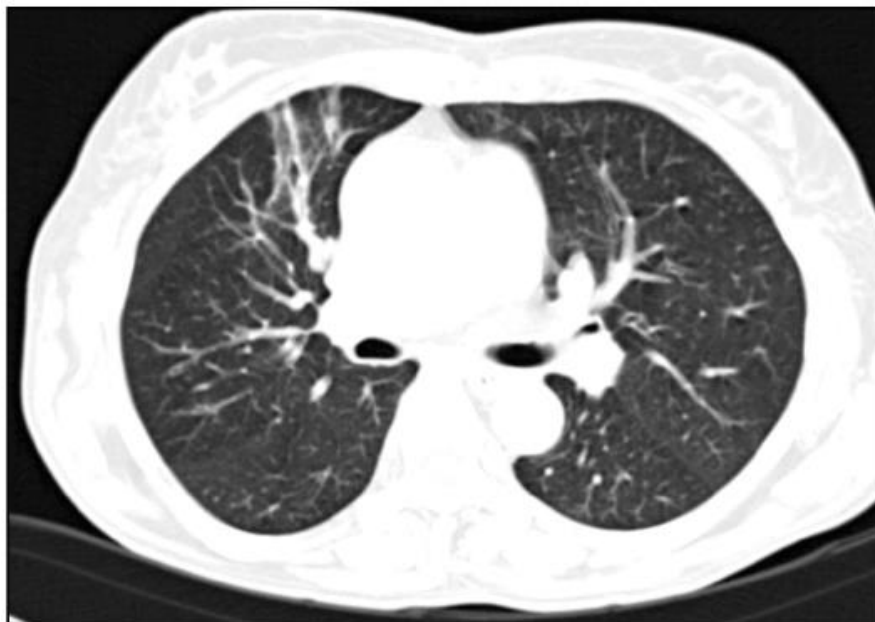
Комп'ютерна томограма . Обмежений пневмосклероз передньо - базального сегмента правої легені обструкції; обмежене затемнення однорідної структури в субплевральному відділі легені трикутної або трапецієподібної форми як відображення інфаркту легені.
